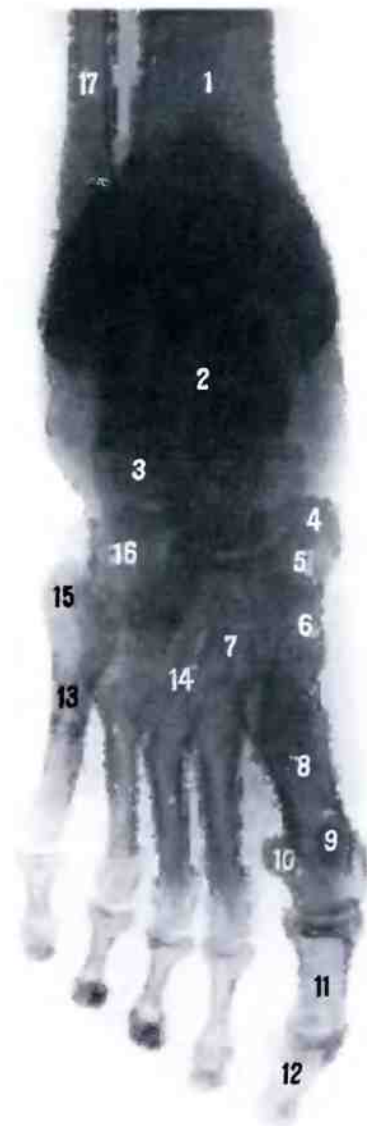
Кости стопы, правой (рентгенограмма).
